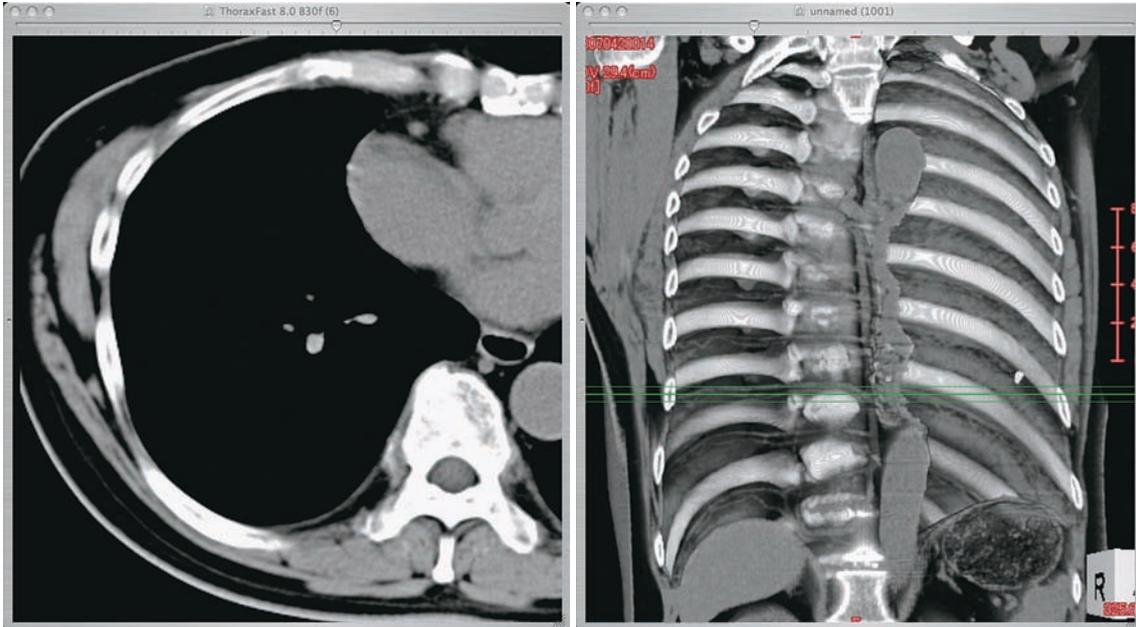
左：CT画像（縦隔条件） 右：胸壁3D表示
